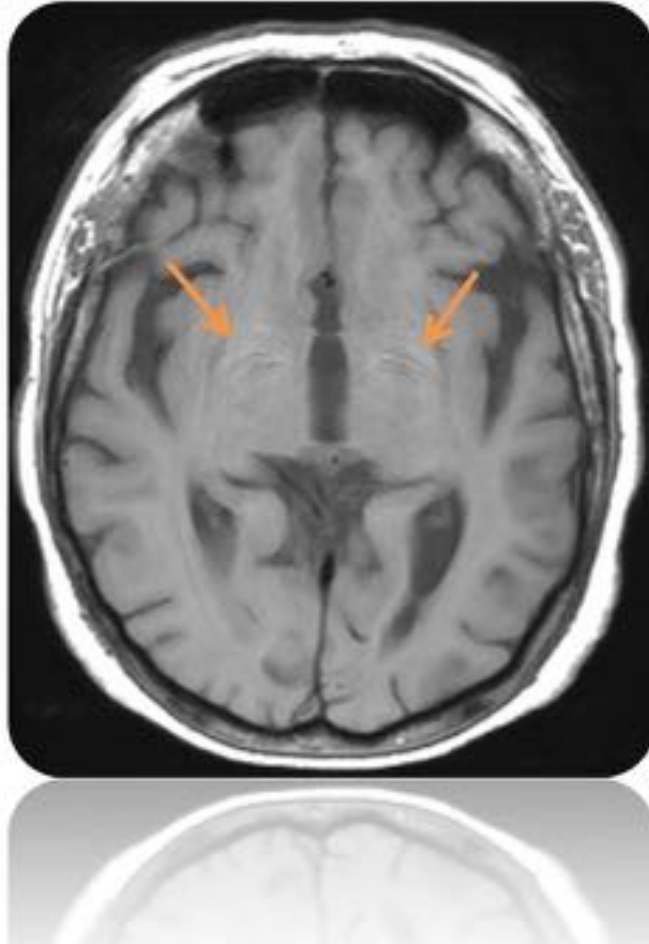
RM cerebral de paciente con encefalopatía hepática que muestra en las secuencias potenciadas en T1 una tenue hiperintensidad de región ganglionar basal bilateral (flechas naranjas).
